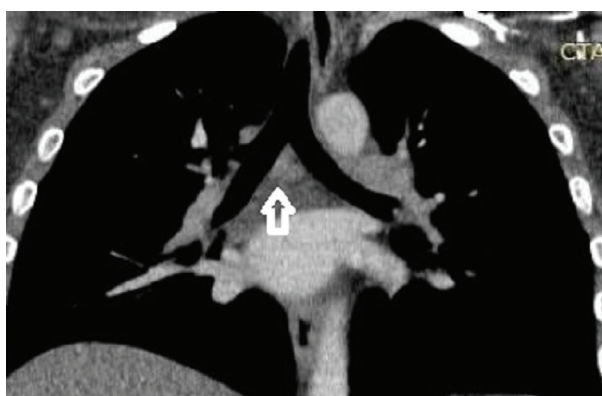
Coronal section of contrast enhanced chest CT reveals subcarinal lymph node.
